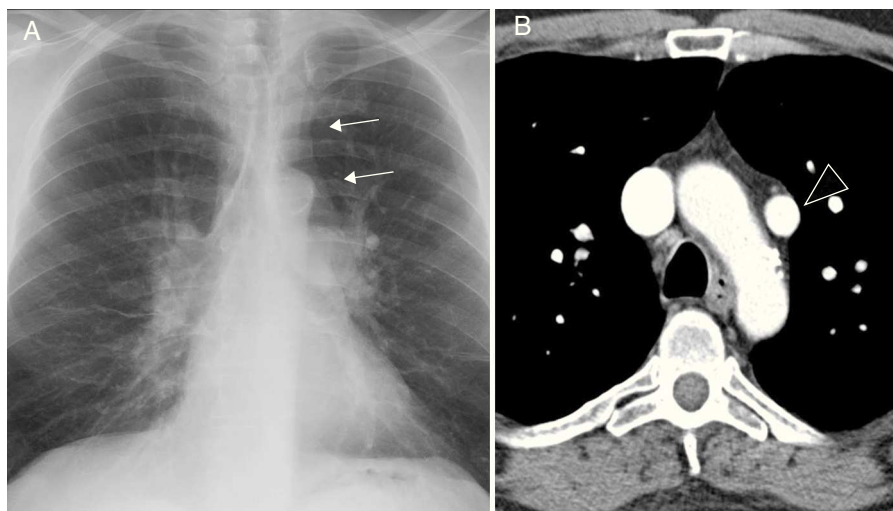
A) Radiografía de tórax, proyección posteroanterior: doble contorno en la línea mediastínica izquierda (flechas), debido al trayecto ascendente del vaso venoso anómalo. B) Tomografía computarizada con contraste, plano axial: vaso venoso anómalo paraaórtico izquierdo (cabeza de flecha), responsable del doble contorno.
